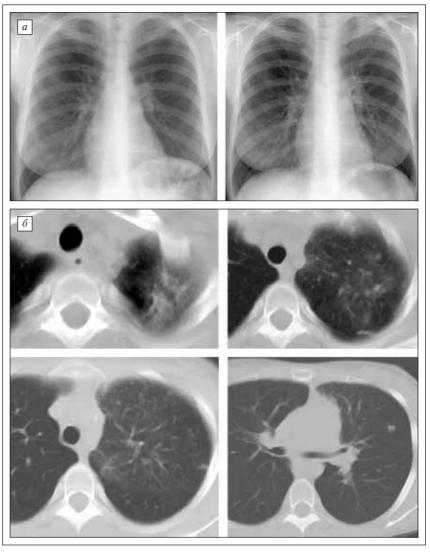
Больная А. Лимфома Ходжкина. Очаговый туберкулез. а — обзорные рентгенограммы с интервалом 1 мес. В левом легком на фоне усиленного рисунка появились мелкие очаги уплотнения; б — серия компьютерных томограмм. На фоне усиленного легочного рисунка сетчатого характера — множественные полиморфные очаги
